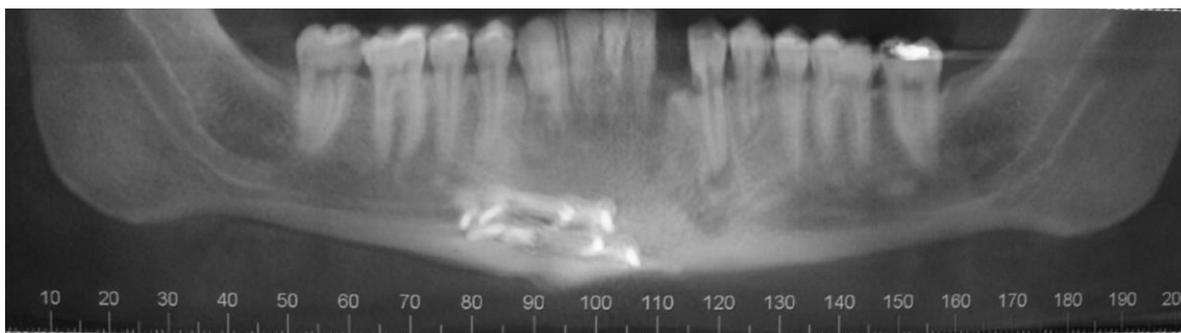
Corte Panorâmico da mandíbula e cortes parassagittais da tomografia computadorizada de feixe cônico.
